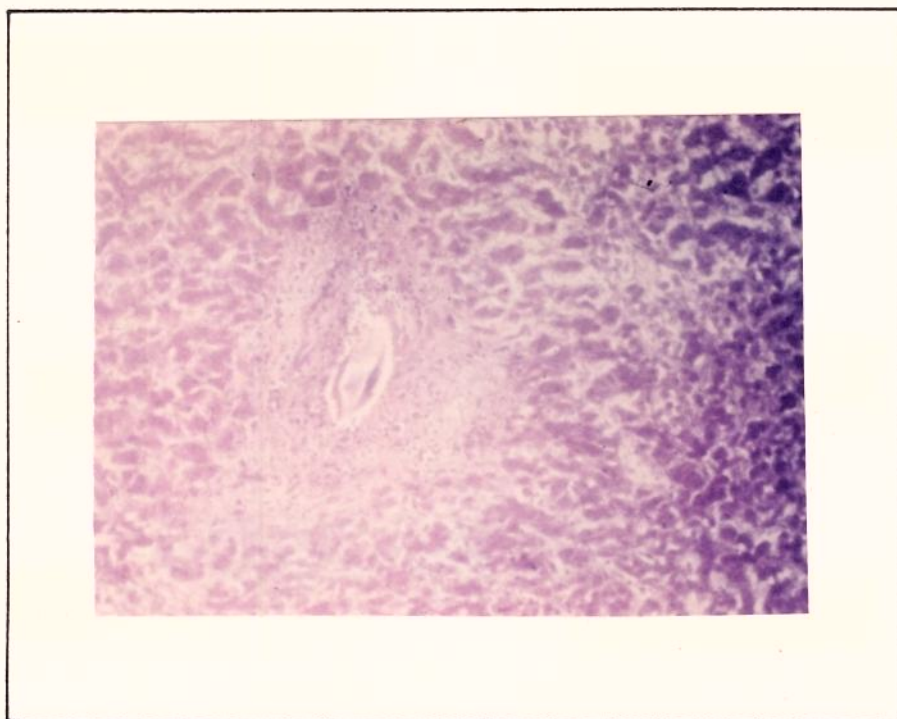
ASPECTOS MICROSCÓPICOS DA FIBROSE
